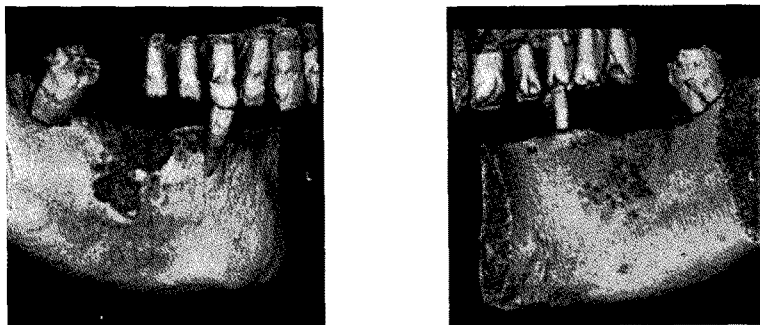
Dental CT 3D image. 협측 및 설측의 골 파괴양상을 잘 관찰할 수 있다.
